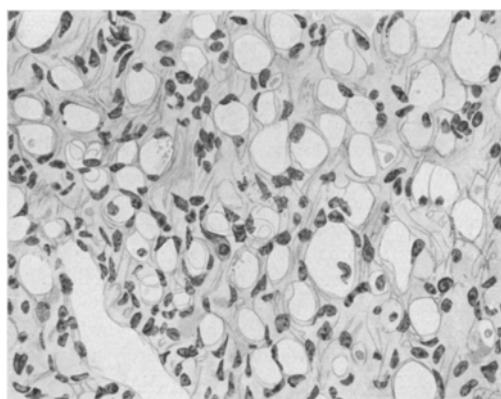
Starke Kernvermehrung im subcutanen Fettgewebe nach Röntgenbestrahlung (unmittelbare Röntgenwirkung).
